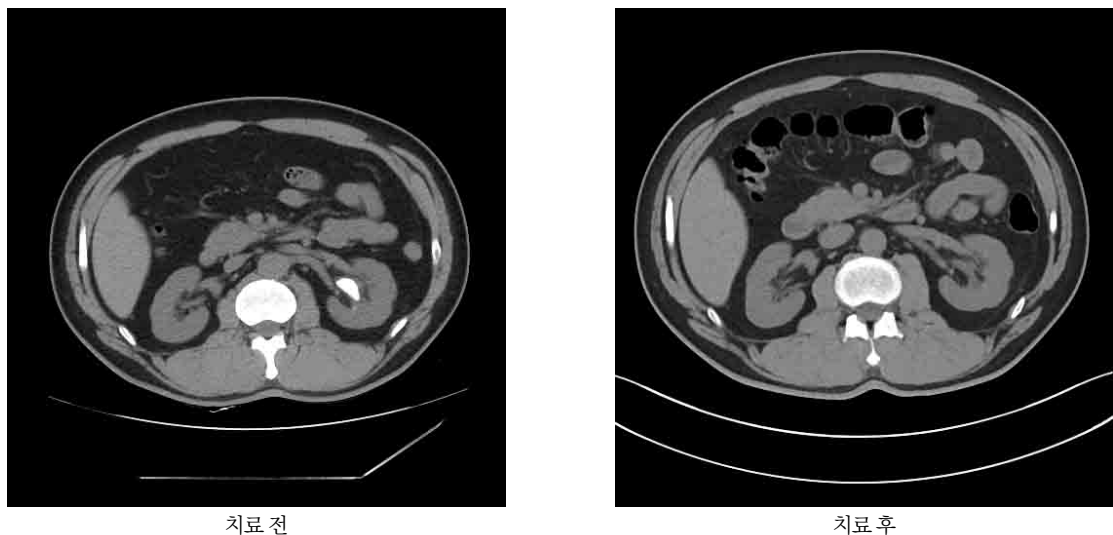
구연산칼륨 제제를 3개월 간 복용하여 요로결석 용해요법을 시행한 환자의 치료 전후 비조영 복부 CT 소견
